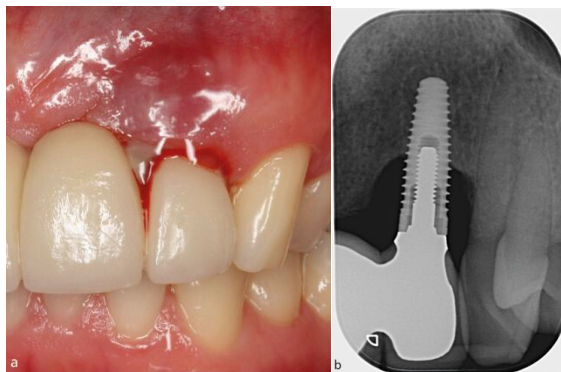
a) Photographie endo buccale d'une péri-implantite centrée sur 22 avec présence de signes d'inflammation et suppuration avec sondage > 6 mm b) Radiographie rétro-alvéolaire centrée sur 22 avec résorption osseuse marginale > 3 mm [5]
